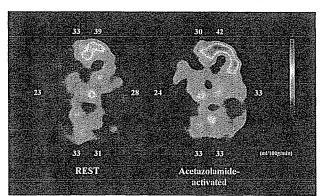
Preoperative <sup>123</sup>I-IMP SPECT
